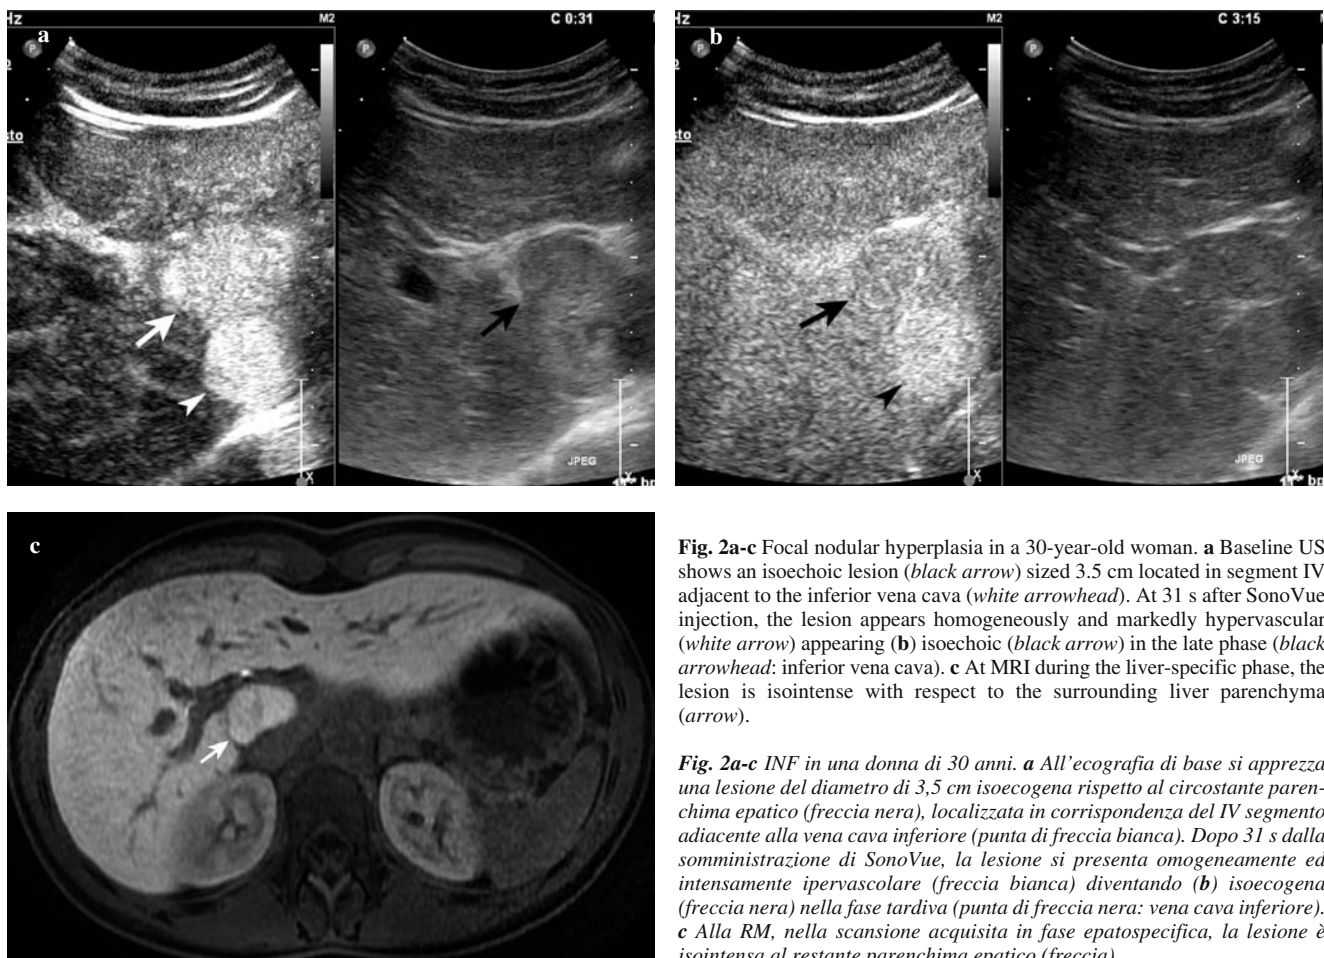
Focal nodular hyperplasia in a 30-year-old woman. a Baseline US shows an isoechoic lesion (black arrow) sized 3.5 cm located in segment IV adjacent to the inferior vena cava (white arrowhead). At 31 s after SonoVue injection, the lesion appears homogeneously and markedly hypervascular (white arrow) appearing (b) isoechoic (black arrow) in the late phase (black arrowhead: inferior vena cava). c At MRI during the liver-specific phase, the lesion is isointense with respect to the surrounding liver parenchyma (arrow).
